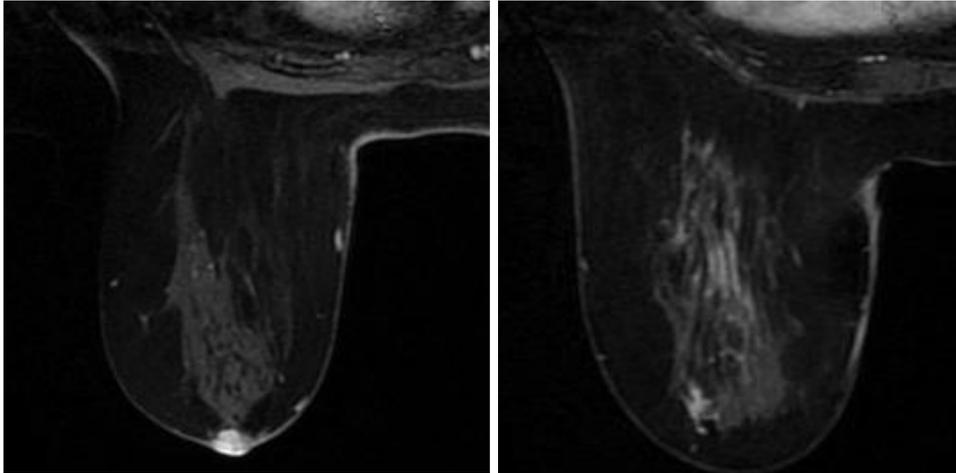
RM mamaria en plano axial, mama derecha. Enfermedad de Paget: engrosamiento cutáneo y realce intenso del complejo areola-pezón que asocia un realce ductal extenso sospechoso de CID.
